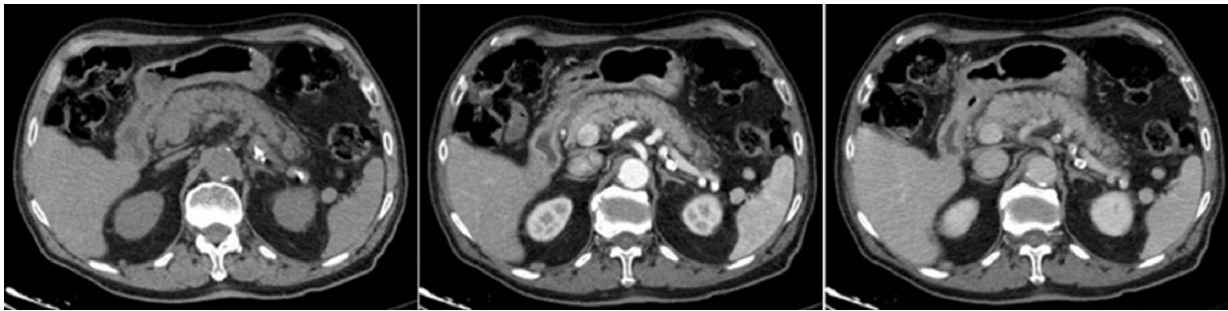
Дані КТ при інтерстиціальному набряковому панкреатиті: незбагачена фаза (А), паренхіматозна фаза (В) і портальна фаза (С).
